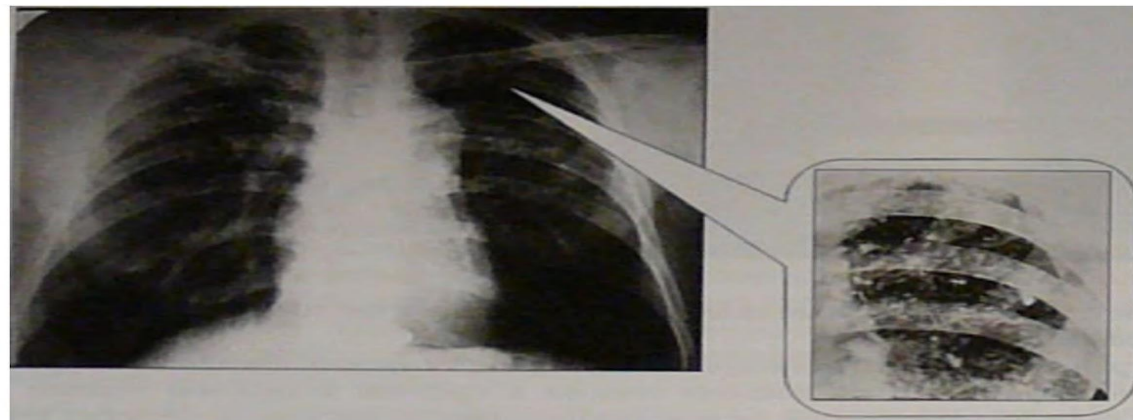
Хронический диссеминированный туберкулёз. Полиморфная диссеминация в лёгких. Обзорная прямая рентгенограмма.
